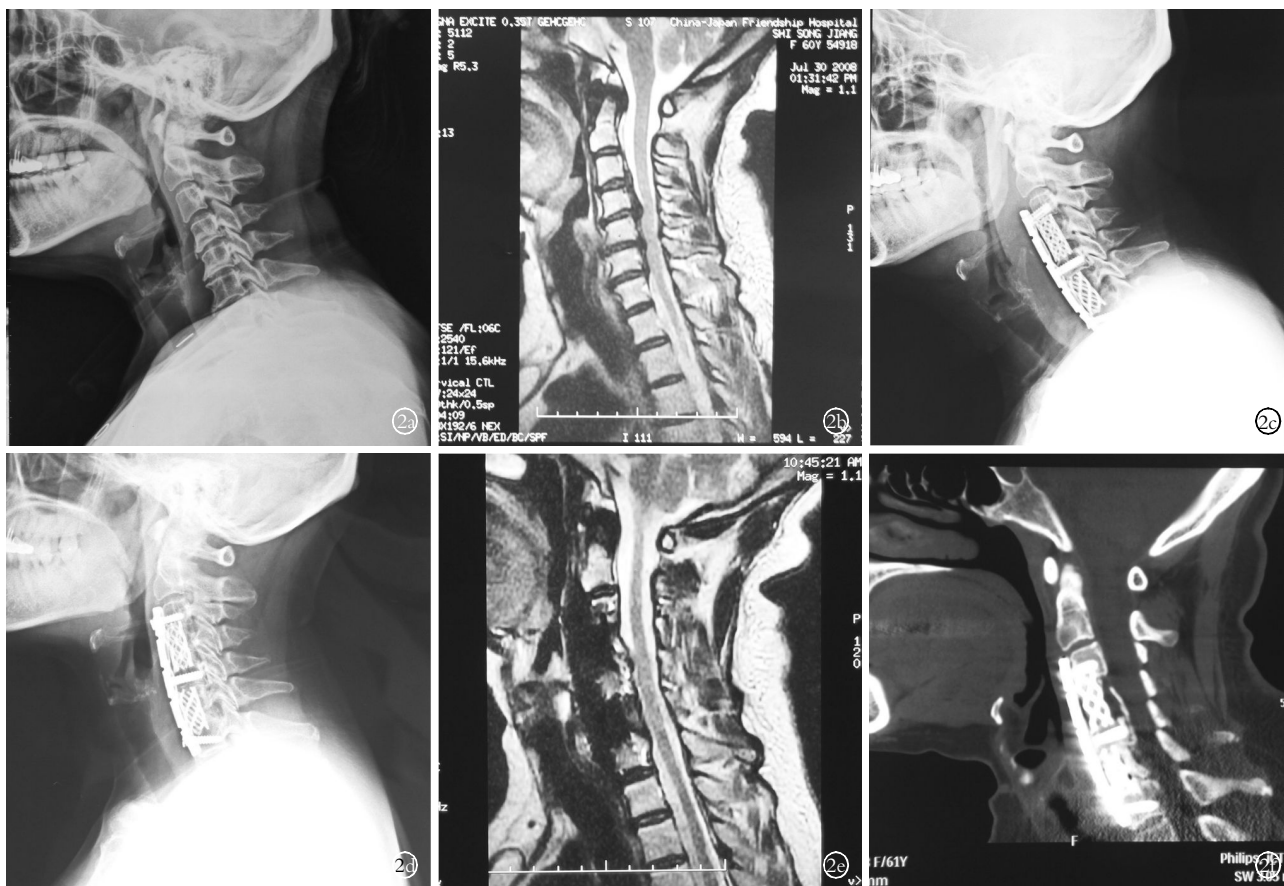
患者,男,60 岁,多节段脊髓型颈椎病 2a. 术前颈椎侧位 X 线片 2b. 术前颈椎 MRI 示 C₃-C₇ 多节段受压 2c. 术后 1 周颈椎侧位 X 线片示前路椎体螺钉钢板固定、钛网植入 2d. 术后 4 年颈椎侧位 X 线片示无螺钉钢板移位 2e. 术后颈椎 MRI 示脊髓压迫解除 2f. 术后三维 CT 示骨性融合
